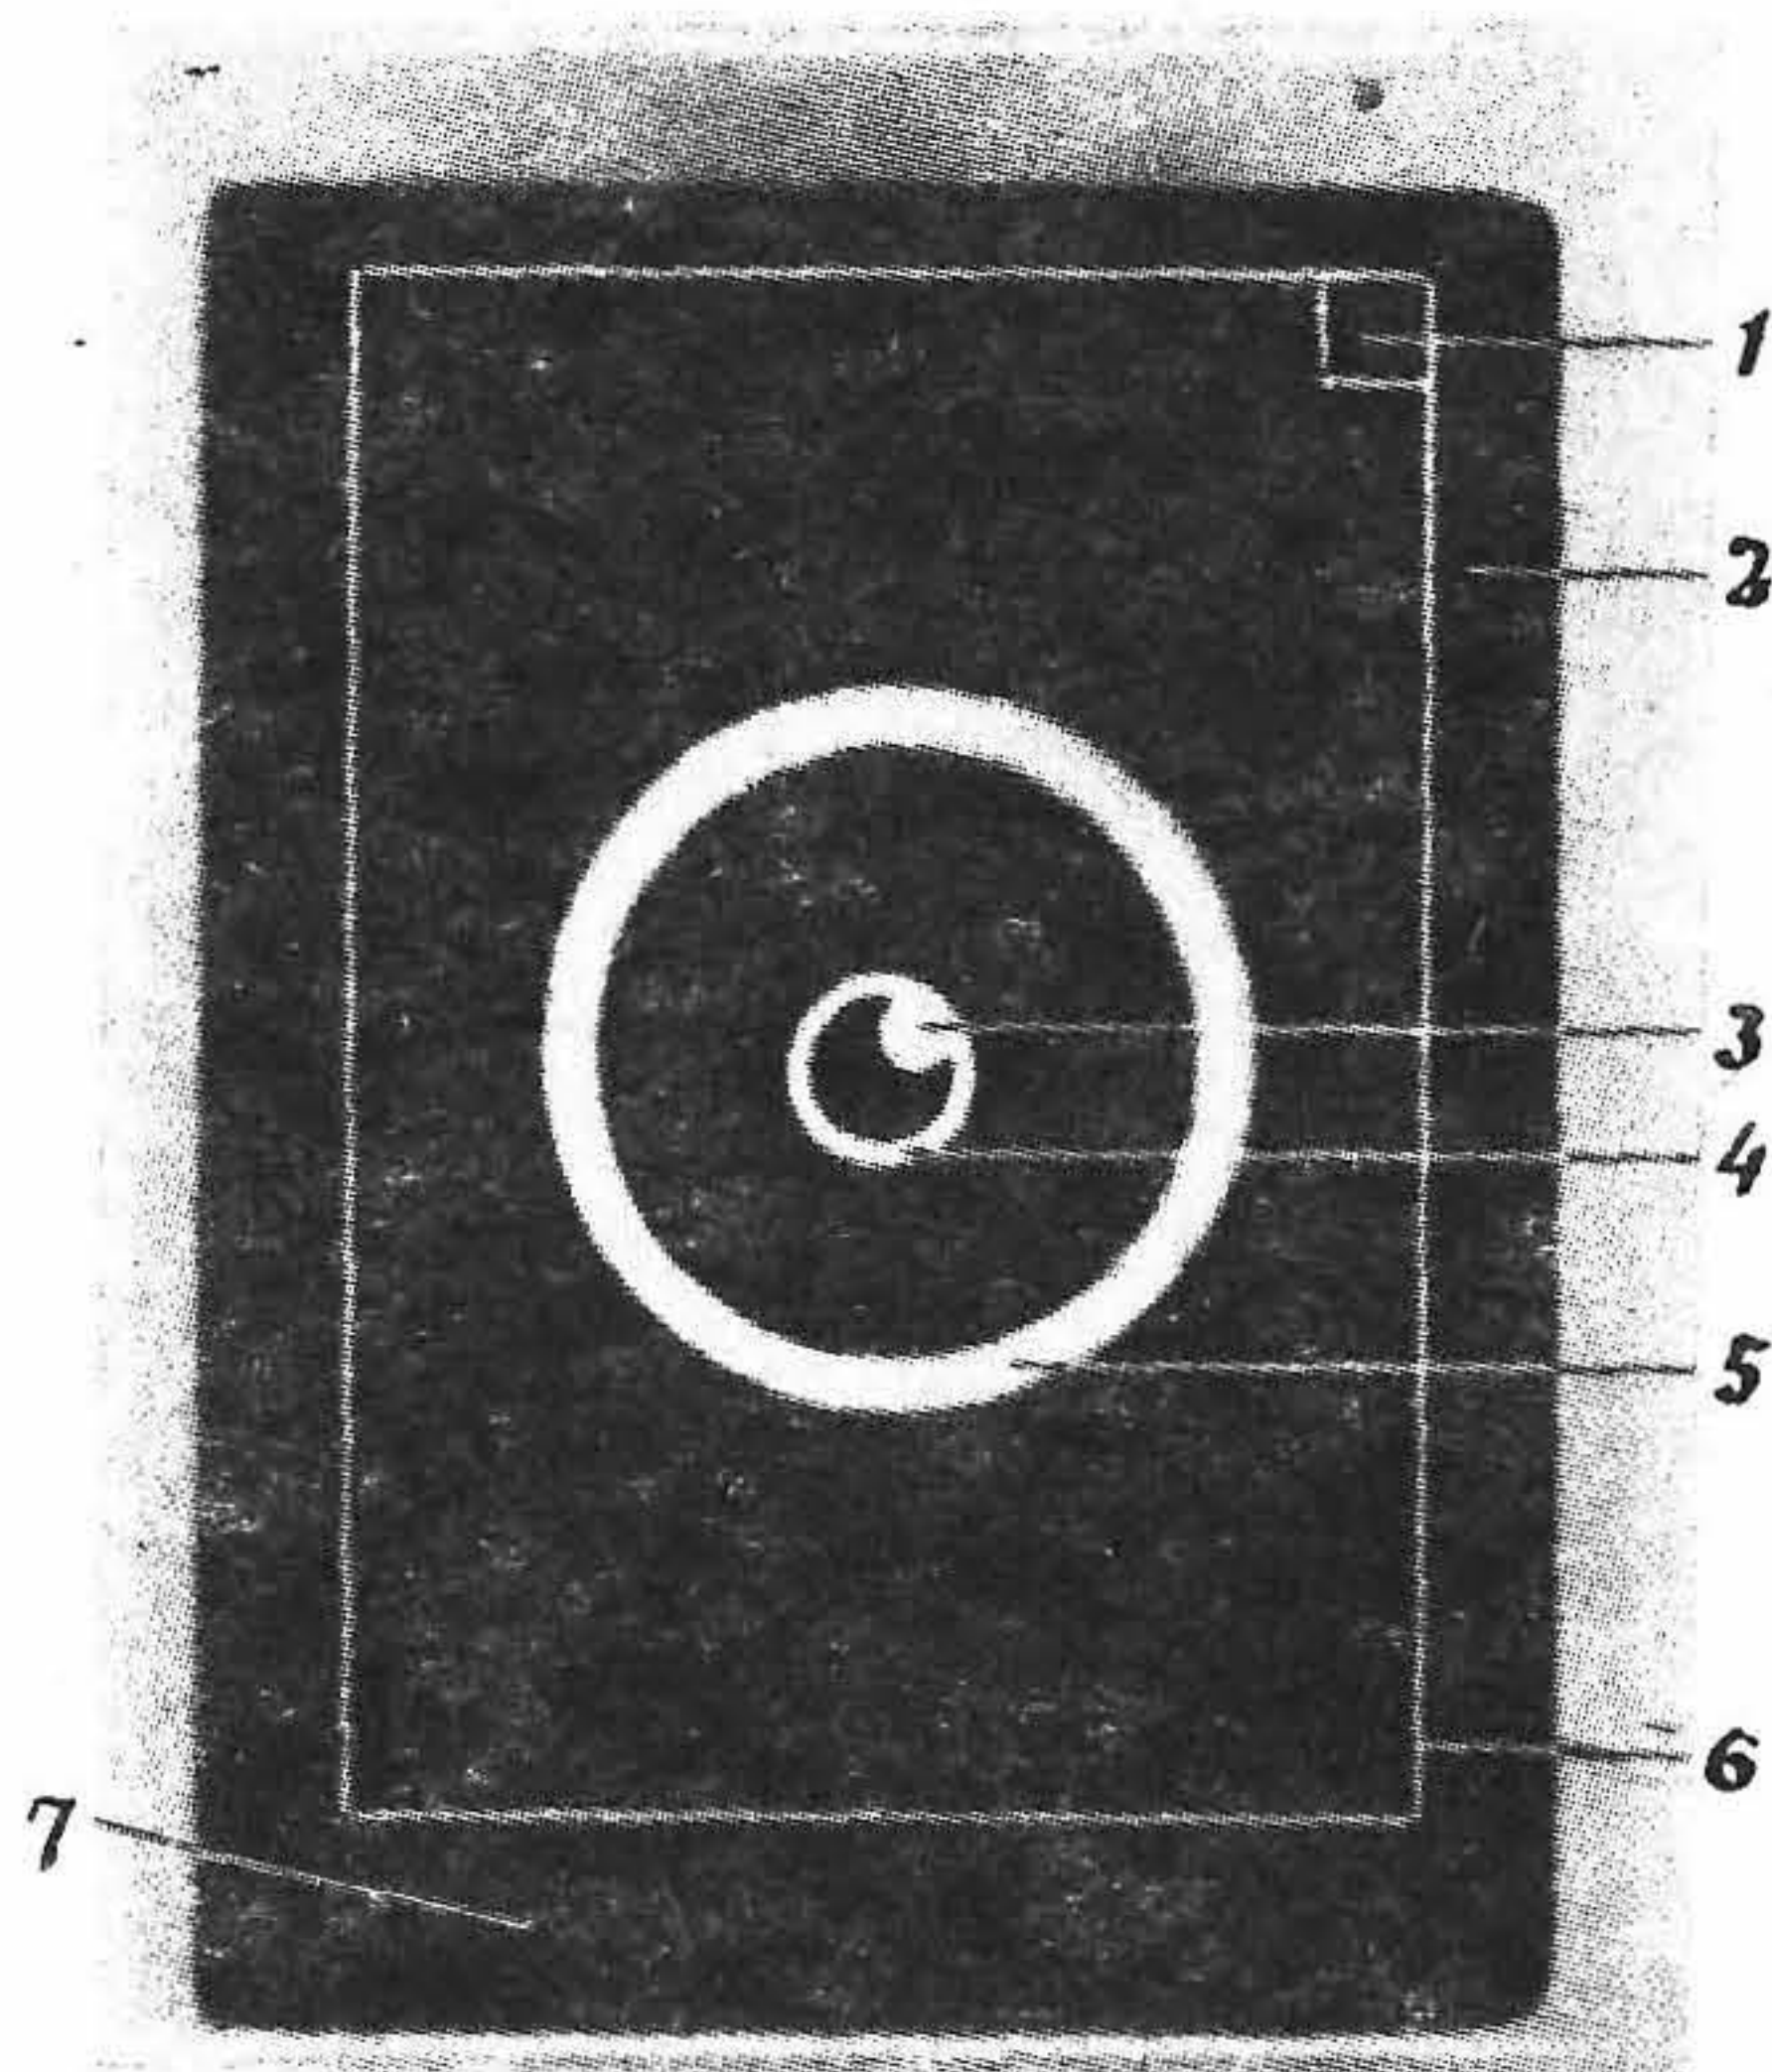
Рентгенограмма тест-объекта, полученная с помощью световой диафрагмы. 1 — квадрат, характеризующий ориентацию тест-объекта; 2 — поле рентгеновского излучения; 3 — изображение винта; 4 — изображение кольца; 5 — изображение цилиндра из плексигласа, предназначенного для крепления винта; 6 — прямоугольные рамки из медной проволоки; 7 — область плохого совмещения пучков.
